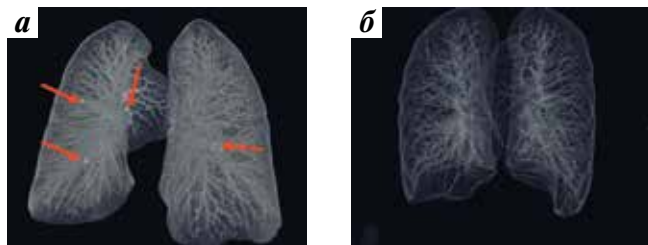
Компьютерная томография легких: а — через 3 мес после нефрэктомии: метастатическое поражение легких (стрелки); б — после проведения 6 курсов лечения пазопанибом: полный ответ — метастатические очаги не определяются
